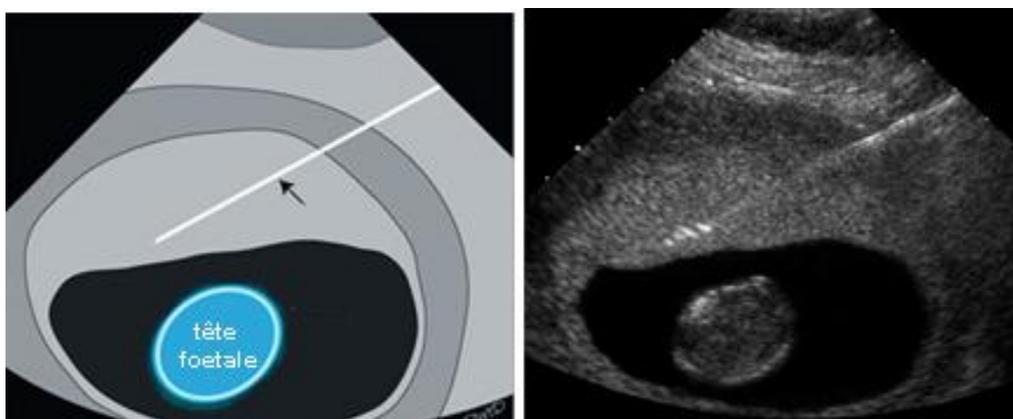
La ponction des villosités choriales se fait sous guidage échographique.
